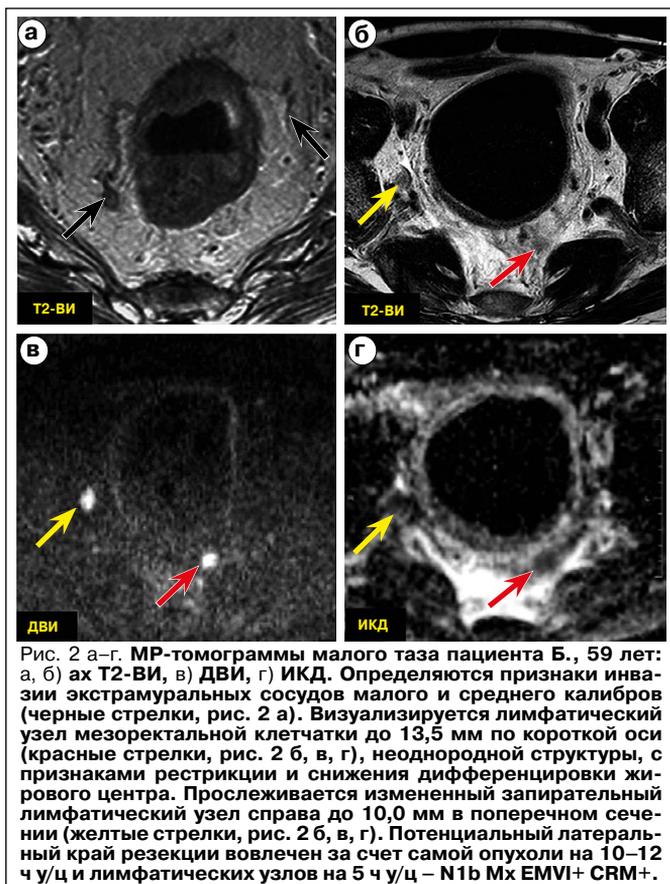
а–г. МР-томограммы малого таза пациента Б., 59 лет: а, б) ах T2-ВИ, в) ДВИ, г) ИКД. Определяются признаки инвазии экстрамуральных сосудов малого и среднего калибров (черные стрелки, рис. 2 а). Визуализируется лимфатический узел мезоректальной клетчатки до 13,5 мм по короткой оси (красные стрелки, рис. 2 б, в, г), неоднородной структуры, с признаками рестрикции и снижения дифференцировки жирового центра. Прослеживается измененный запирающий лимфатический узел справа до 10,0 мм в поперечном сечении (желтые стрелки, рис. 2 б, в, г). Потенциальный латеральный край резекции вовлечен за счет самой опухоли на 10–12 ч/уц и лимфатических узлов на 5 ч/уц – N1b Mx EMVI+ CRM+.
